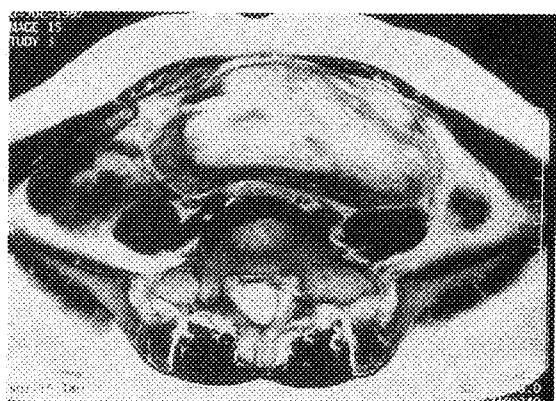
MRI showing 15×10 cm sized huge mass involving abdominal wall & cavity, and retroperitoneum.
